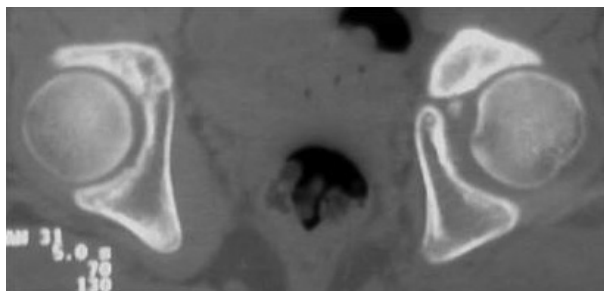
TC de pelvis (1996): Persiste el defecto de fusión del cartílago trirradiado.
